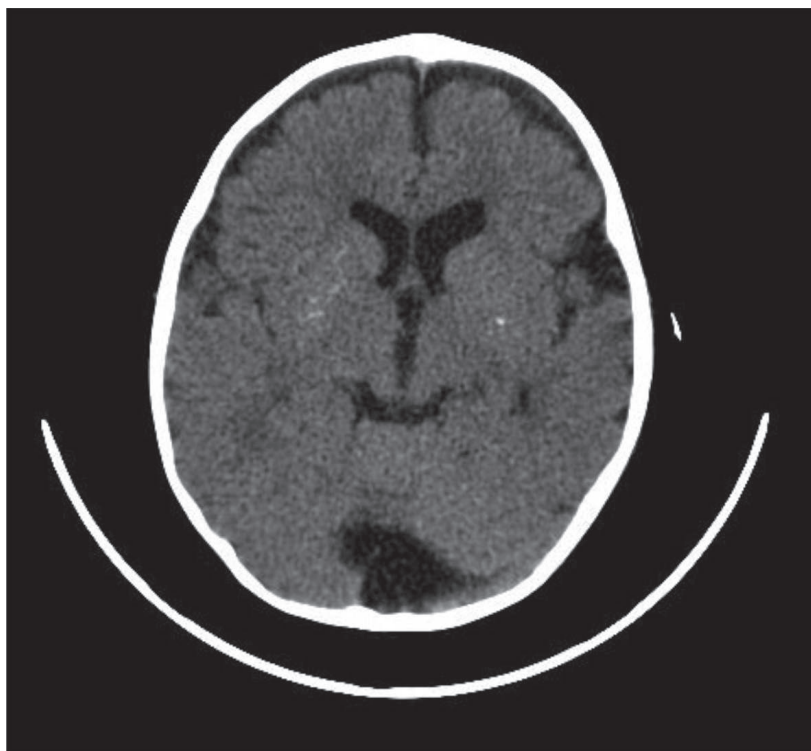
Tomografia de crânio demonstrando calcificações em gânglios da base.
